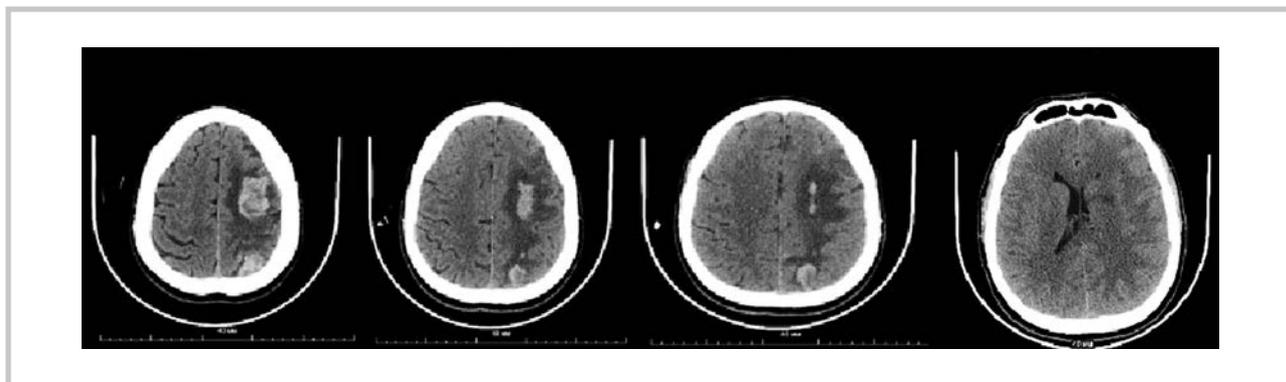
МСКТ головного мозга пациента Б. на 24-е сутки лечения.
